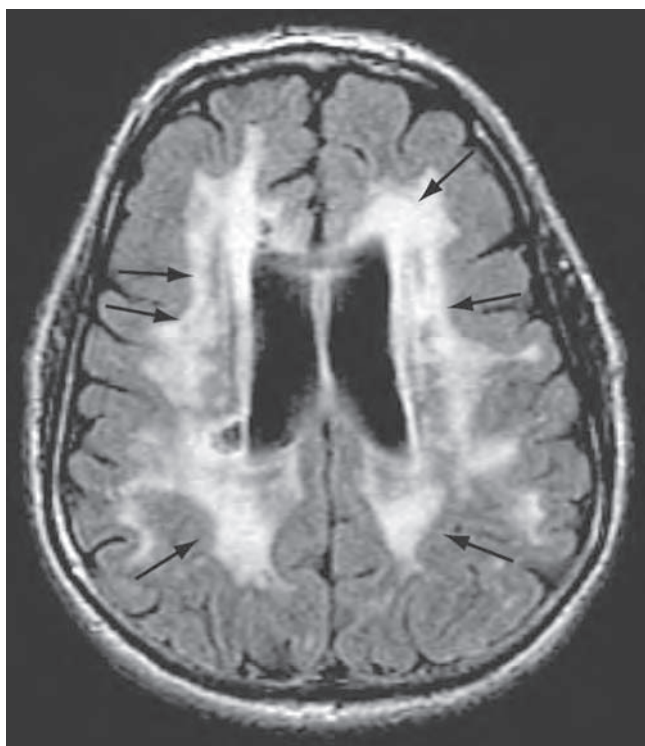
Enfermedad difusa de la sustancia blanca (enfermedad de Binswanger). La imagen de resonancia magnética axial ponderada en T2 a través de los ventrículos laterales revela múltiples zonas de gran intensidad de señal anormal que afecta a la sustancia blanca periventricular, al igual que a la corona radiante y los núcleos lenticulares (flechas). Aunque se presenta en algunos individuos con cognición normal, esta manifestación es más acentuada en los pacientes con demencia de origen vascular.
